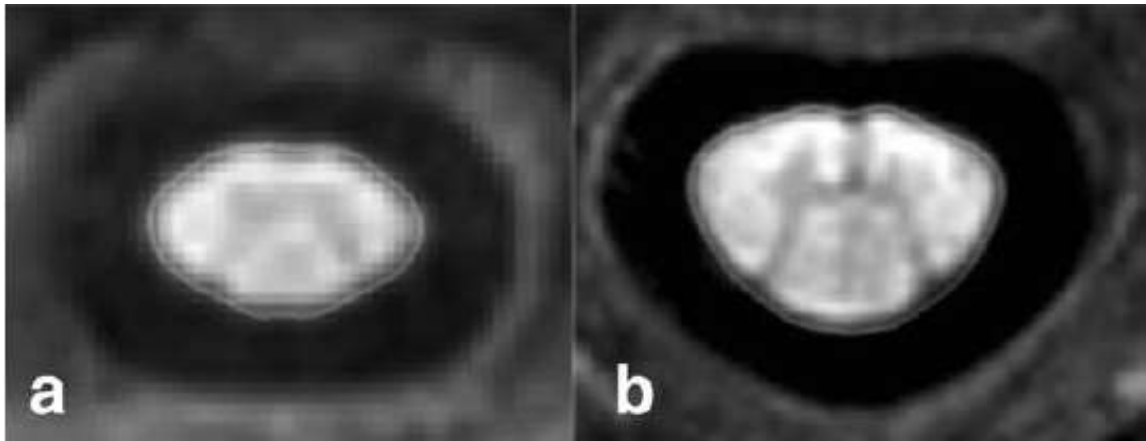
IRM médullaire en coupes axiales et séquences (a) T1 MPRAGE (b) T1 PSIR
